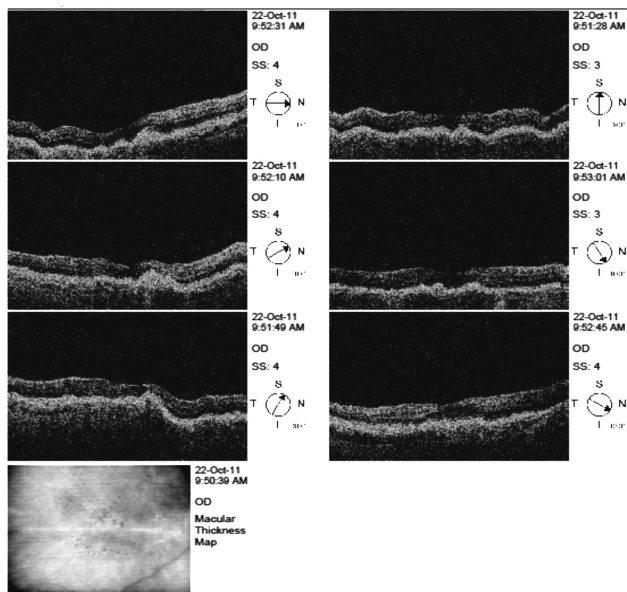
Оптическая когерентная томография правого глаза до лечения. Изменение рельефа, «бугристость», локальные истончения слоя ПЭ
